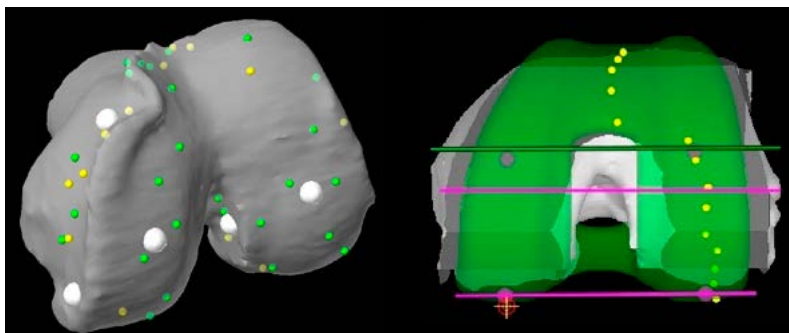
Registrierung der Knochenoberfläche (links) und Knorpelüberzug (rechts, gelbe Punkte) am Beispiel des Oberschenkels, damit das Patientenknies mit dem präoperativen segmentierten CT zur Deckung gebracht werden kann und die Prothesenposition optimiert.
